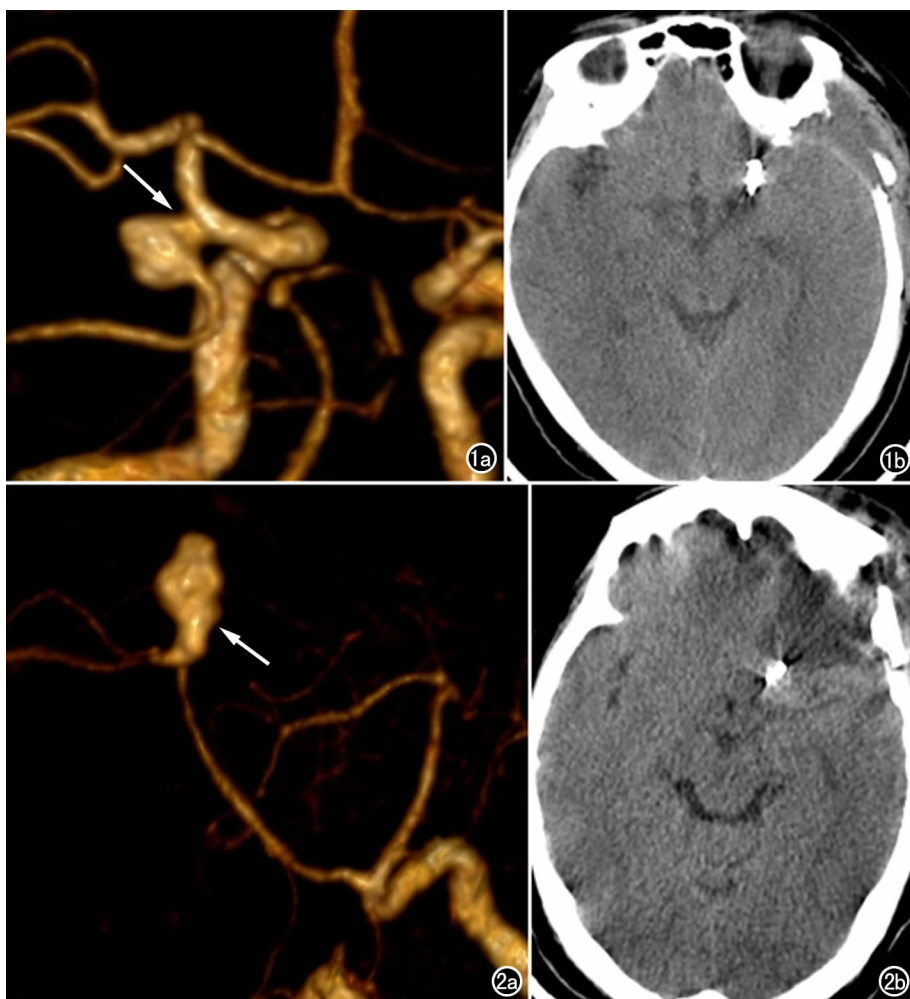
右侧后交通起始部动脉瘤患者,女,63 岁。a) CTA 的 VR 成像示动脉瘤颈部形态规则,呈圆柱状,未见异常突起(箭); b) 显微夹闭术后 3d 内 CT 平扫图示夹闭术后颅内未见梗死形成。
